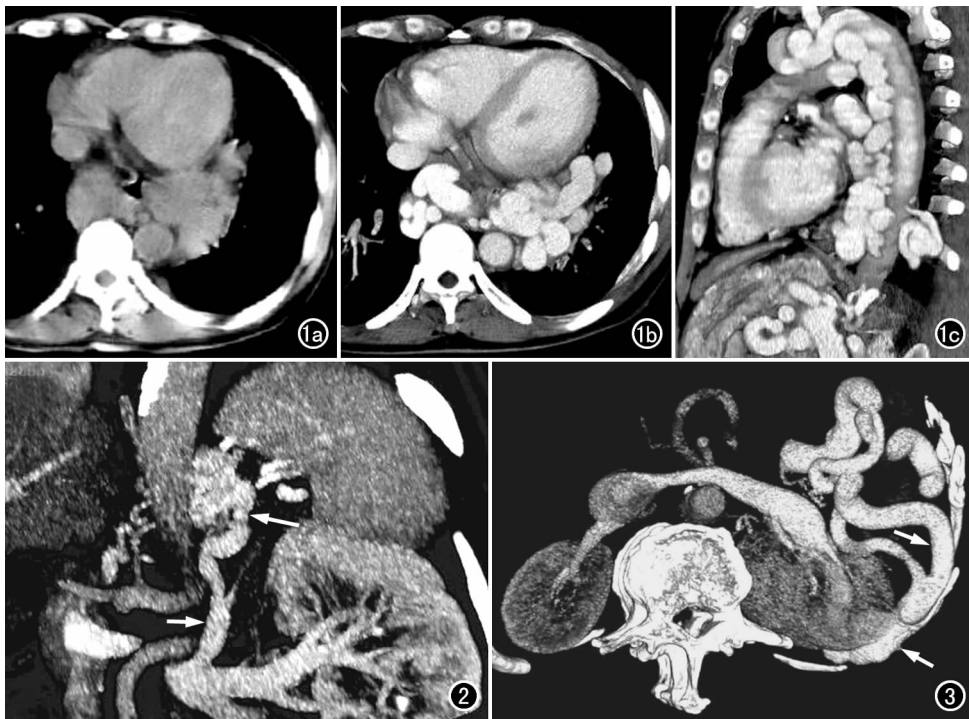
食管下段、食管旁静脉曲张。a) CT 平扫示后纵隔左侧较大软组织密度影, 食管下段明显增粗; b) CT 增强门静脉期示病灶明显强化, 为严重扭曲扩张的血管; c) 矢状面重组图像示扭曲扩张的血管从主动脉弓延伸至上腹部。
